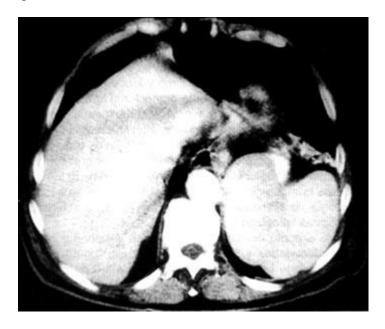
Tomografía axial computada de abdomen que muestra el bazo claramente aumentado de tamaño.
